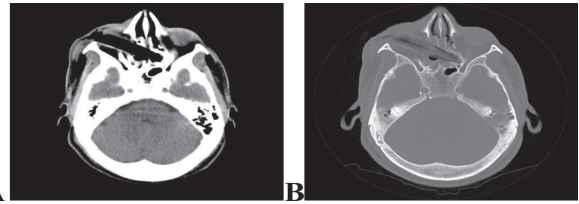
Cortes axiais da TC de crânio em janela tecidual evidenciando CE transorbital em janela tecidual (A) e janela óssea (B).
